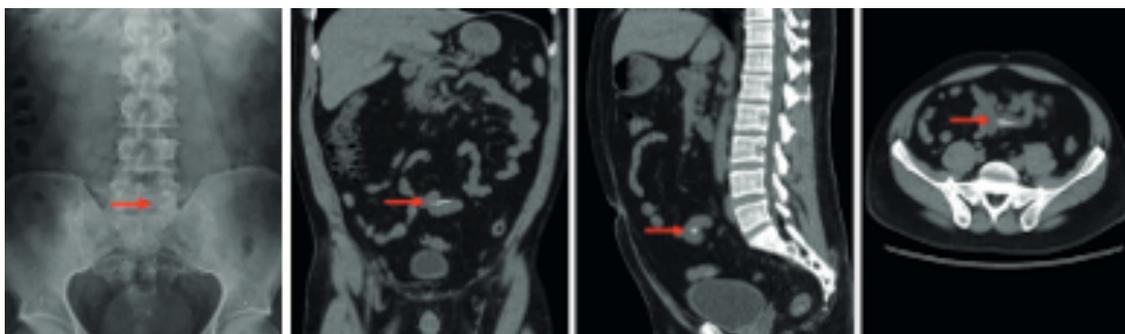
Radiographie et scanner dans les 3 plans de l'espace mettant en évidence la présence d'une lime endodontique dans l'intestin grêle 3 jours après son ingestion [37].
